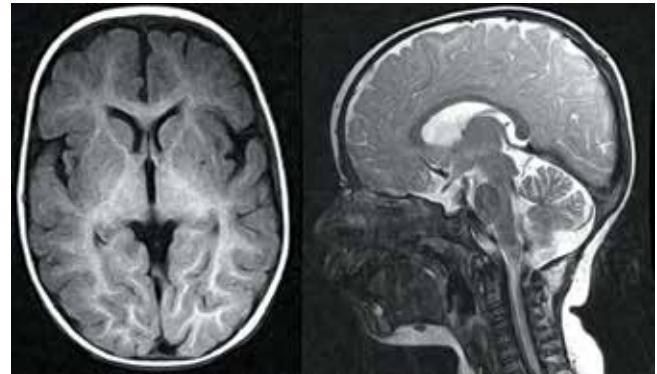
Магнитно-резонансная томограмма головного мозга пациента К. с синдромом Гиллеспи
